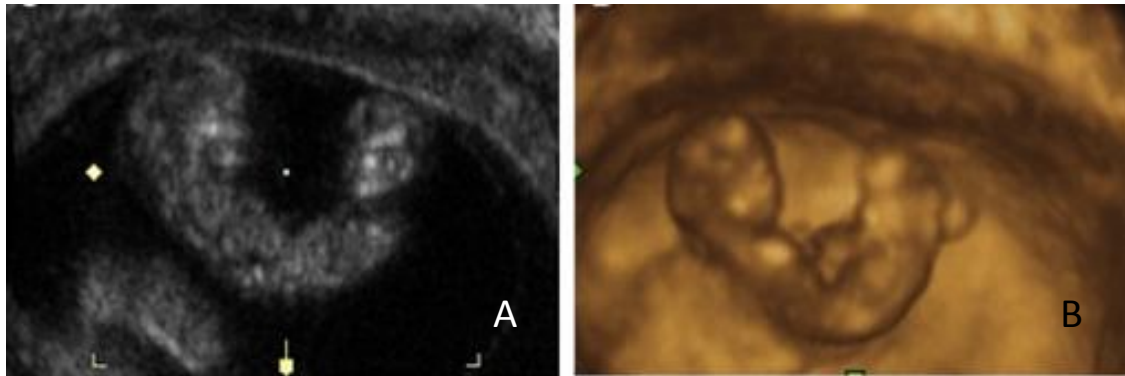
a) Echographie 2D de jumeaux ischiopages à 10 SA. b) échographie 3D [36].
